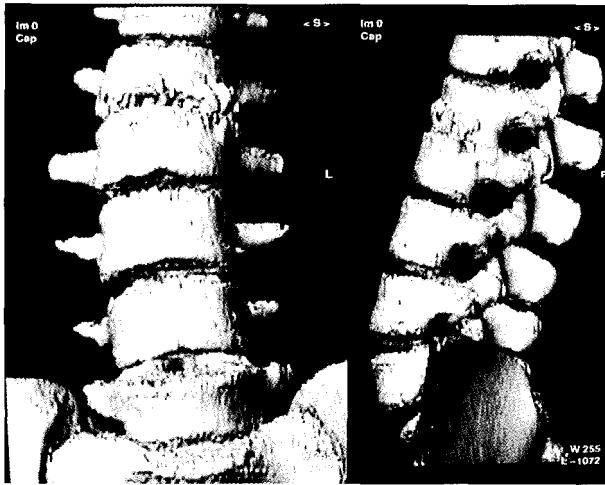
Figura # 3. Reconstrucción tridimensional de la espondilitis (tomografía helicoidal)
